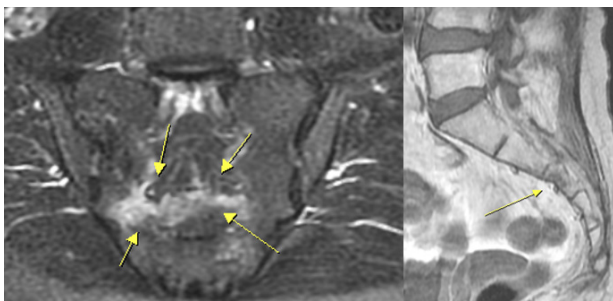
High signal of S3 acute compression fracture with acute sacral bilateral ala fracture in T2-weighted fat suppression magnetic resonance imaging on left image, Low signal of S3 linear fracture in T1 sagittal magnetic resonance on right imaging (June 15, 2022).
